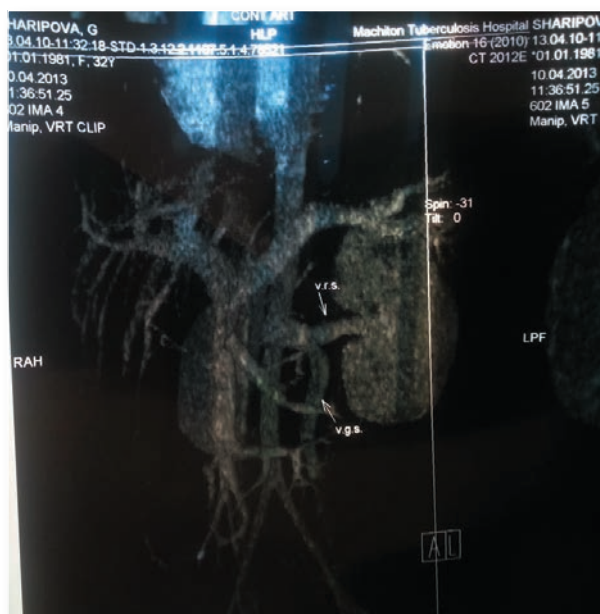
Спиральная компьютерная томография почки донора, указана венозная фаза
